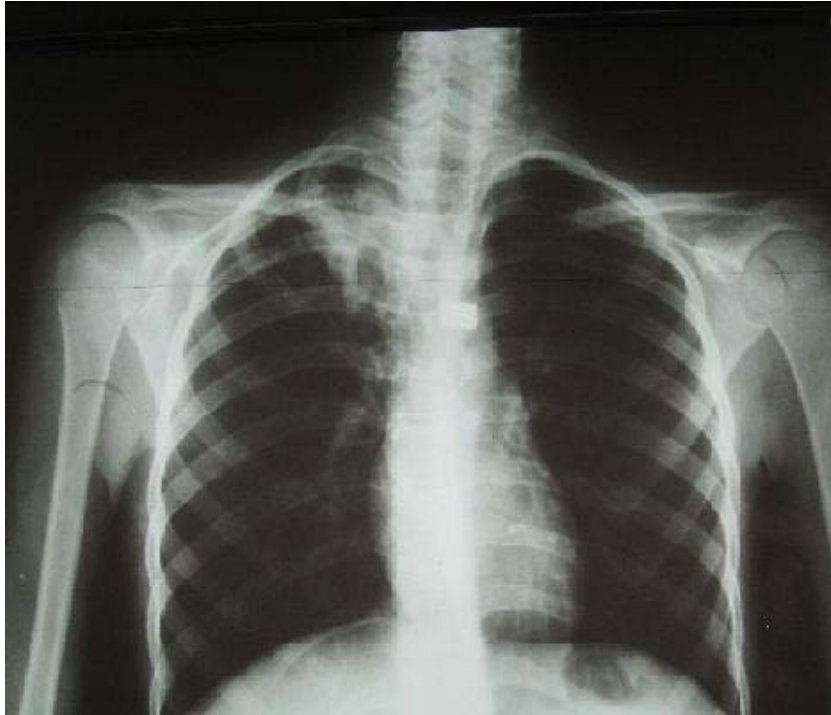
Radiographie pulmonaire : opacité apicale droite [112].
